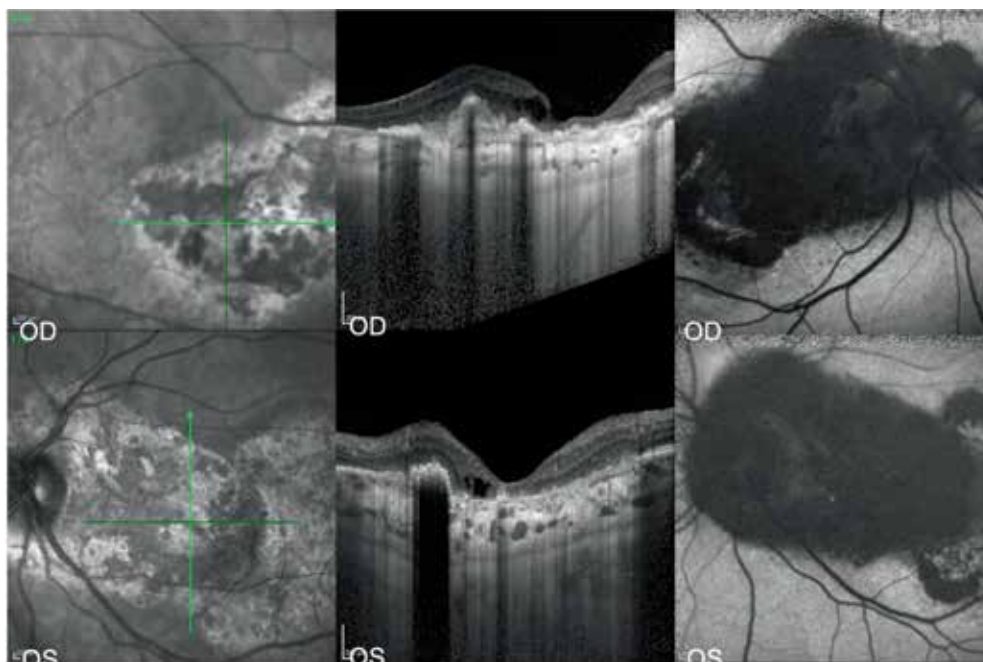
Infrared images (left column), optical coherence tomography images (middle column) and autofluorescence images (right column) of the patient's right eye (upper) and left eye (lower). Note the regression of intraretinal edema and consequent scar formation
